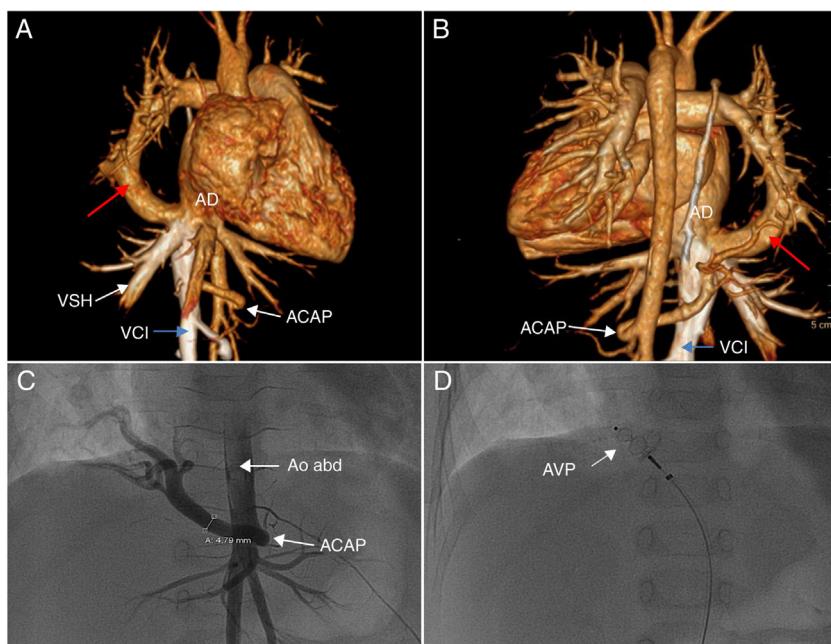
A) Angio-TC. Visión anterior. La flecha roja señala la vena cimitarra. B) Angio-TC. Visión posterior. C) Aortografía. Visión antero-posterior mostrando el vaso colateral aortopulmonar con origen en aorta abdominal. D) Fluoroscopia. Visión antero-posterior mostrando el dispositivo Amplatzer® Vascular Plug ocluyendo la arteria colateral aortopulmonar.
